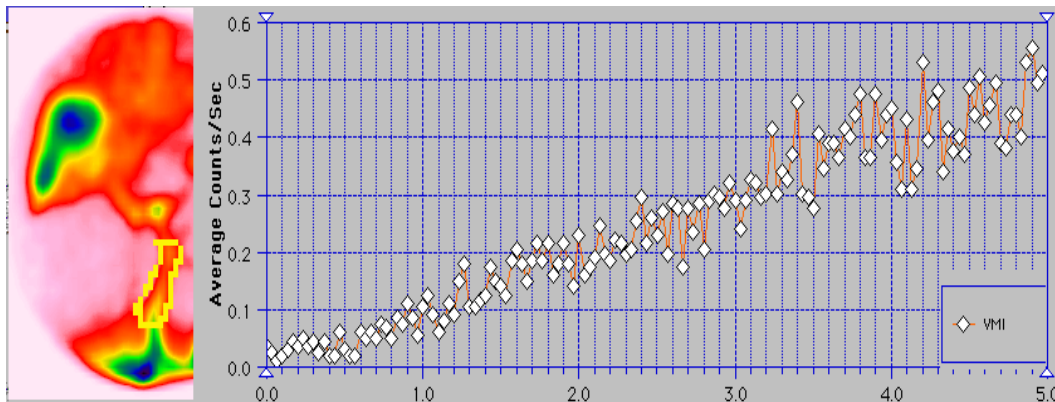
Curbă dinamică recto-portoscintigrafică ridicată pe vena mezenterică inferioară(VMI)
